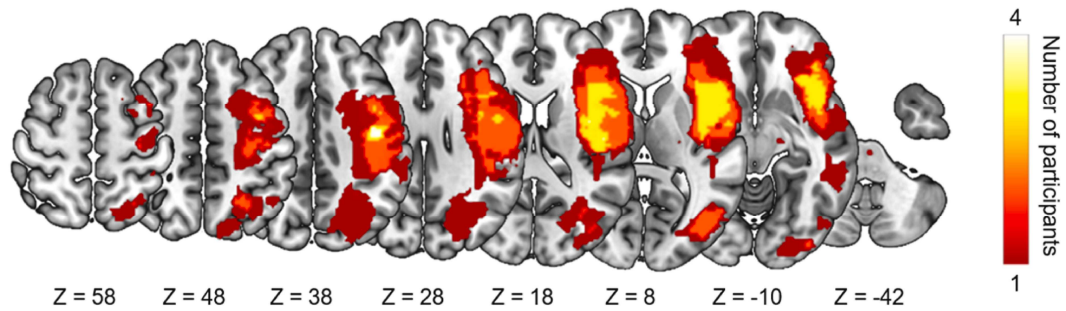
Lesion map. Stroke lesions of the 10 stroke survivors with an available study MRI, overlaid on a T1-weighted image in MNI standard space, including Z-values. The color indicates the number of stroke survivors with lesions at the respective voxel. Right-hemispheric lesions were flipped to the left hemisphere. (For interpretation of the references to color in this figure legend, the reader is referred to the Web version of this article.)
